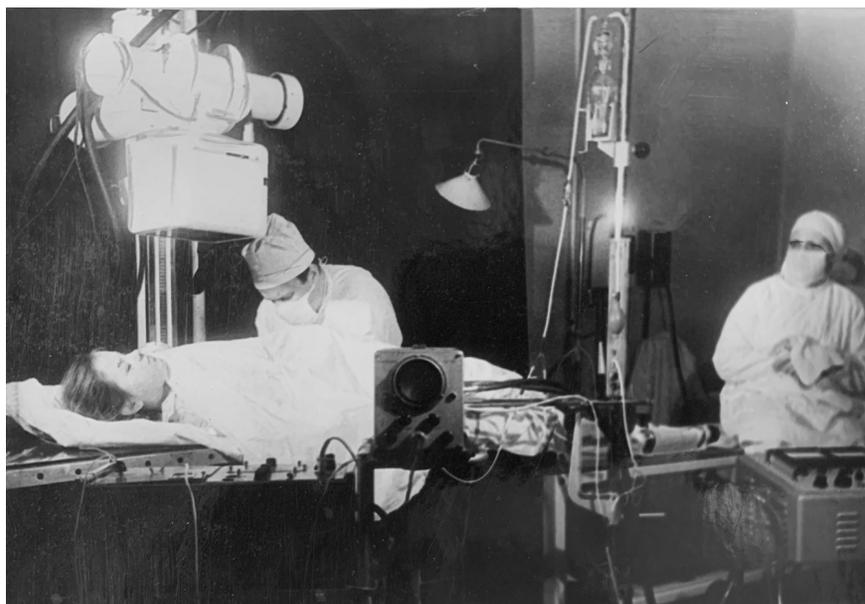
В. И. Колесов (справа) и Л. В. Поташов (слева) в рентгеновском кабинете (1964 г.)
